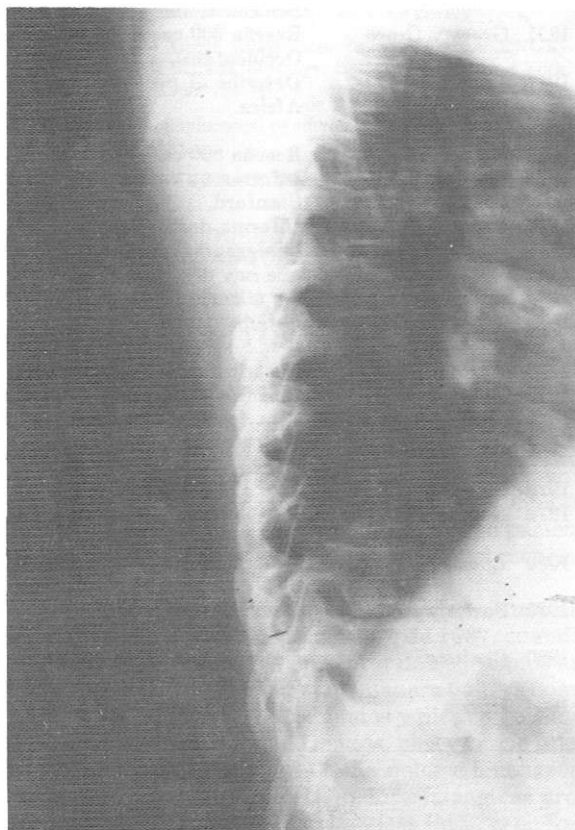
Radiografía de columna torácica. Aumento del grosor de tejidos blandos a nivel escapular.
